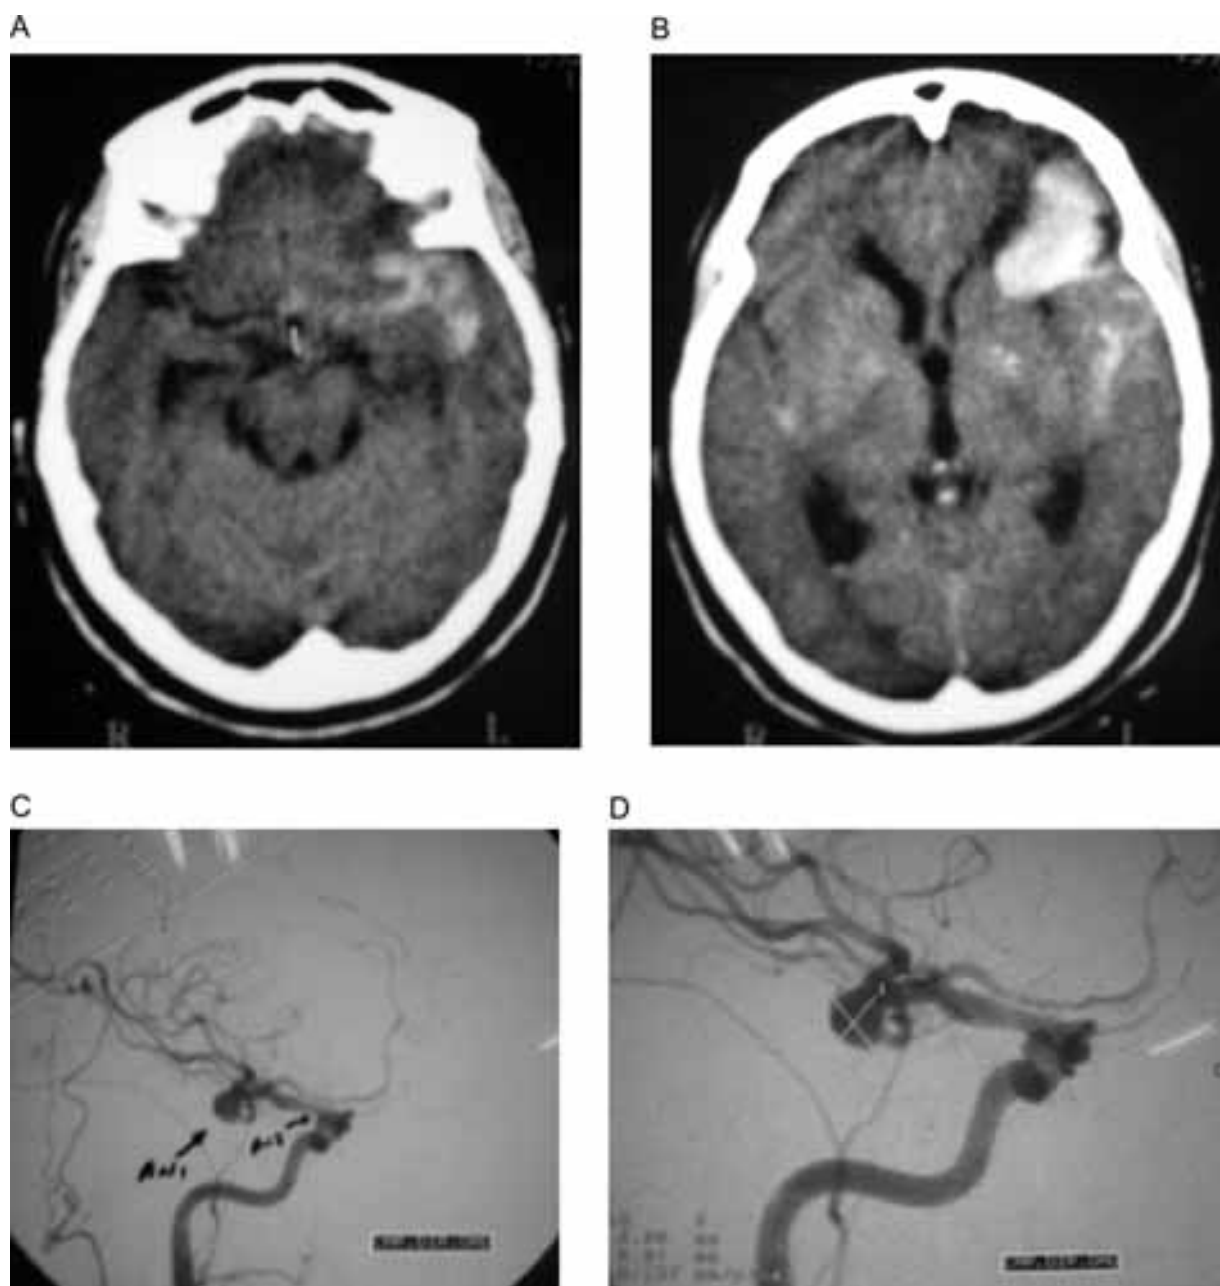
A-B Tomografia cerebral computadorizada do paciente n.º 15. Fisher 4. Presença de hematoma intraparenquimatoso com hemorragia subaracnóidea. C-D Angiografia cerebral da paciente n.º 15 mostrando aneurisma da artéria comunicante posterior esquerda e, pequeno aneurisma da artéria oftálmica esquerda.
